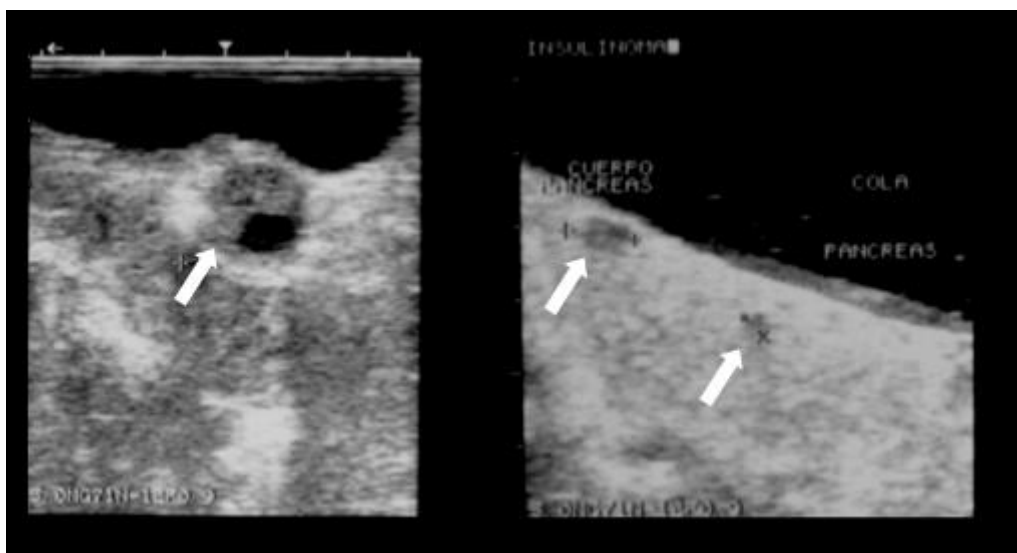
Ecografía intraoperatoria de páncreas. Sospecha de insulinoma único. Se encontraron tres nódulos hipocogénicos característicos de insulinoma
